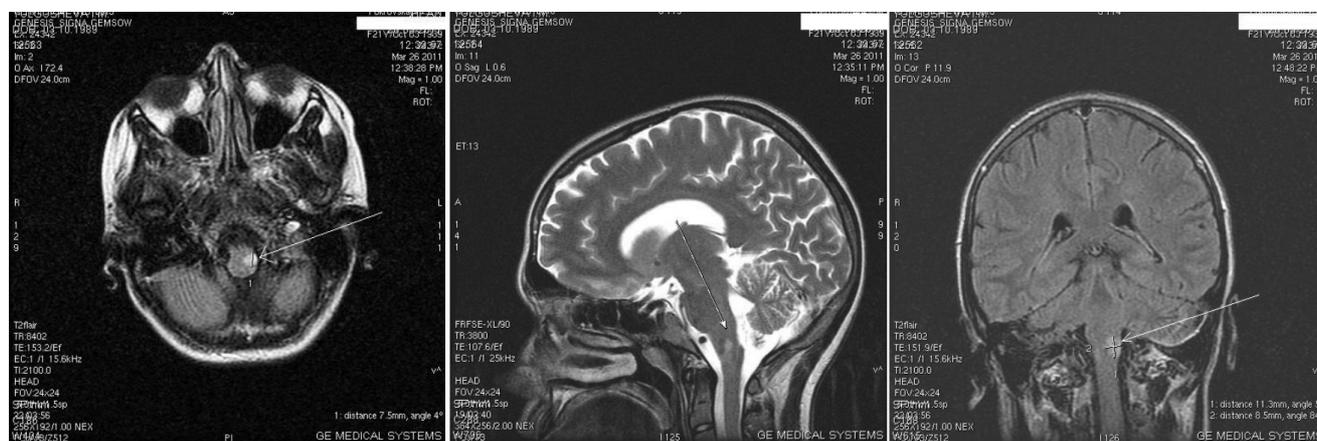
МРТ головного мозга выполнено через 2 недели от начала заболевания. Визуализируются очаги демиелинизации на уровне продолговатого мозга и варолиева моста
